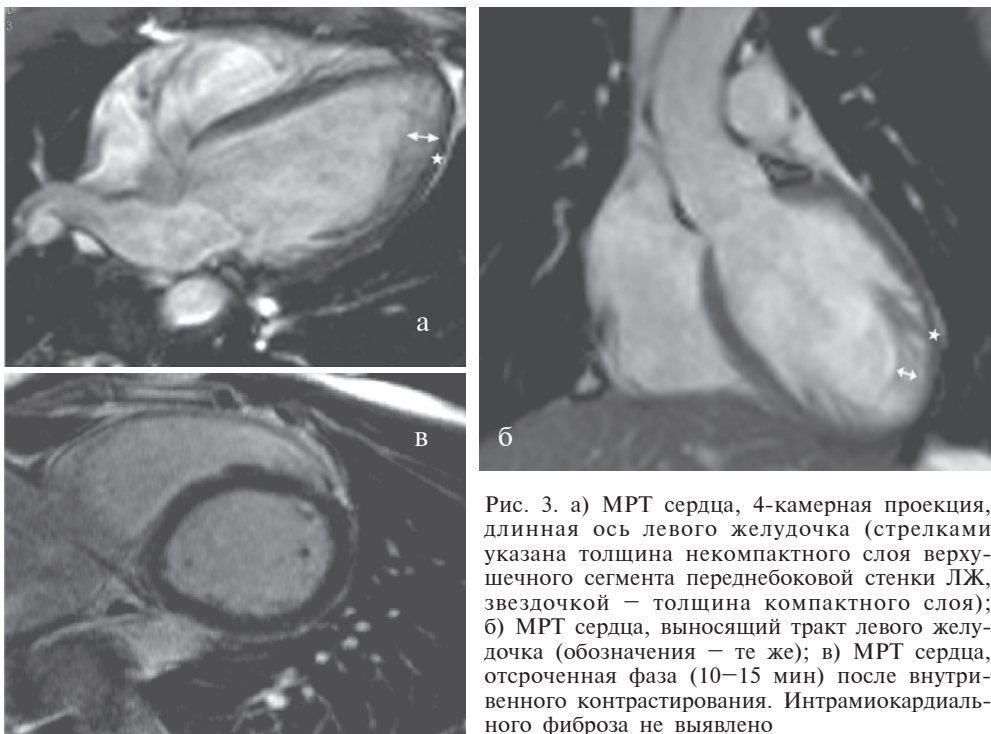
а) МРТ сердца, 4-камерная проекция, длинная ось левого желудочка (стрелками указана толщина некомпактного слоя верхушечного сегмента переднебоковой стенки ЛЖ, звездочкой – толщина компактного слоя); б) МРТ сердца, выносящий тракт левого желудочка (обозначения – те же); в) МРТ сердца, отсроченная фаза (10–15 мин) после внутривенного контрастирования. Интрамиокардиального фиброза не выявлено
